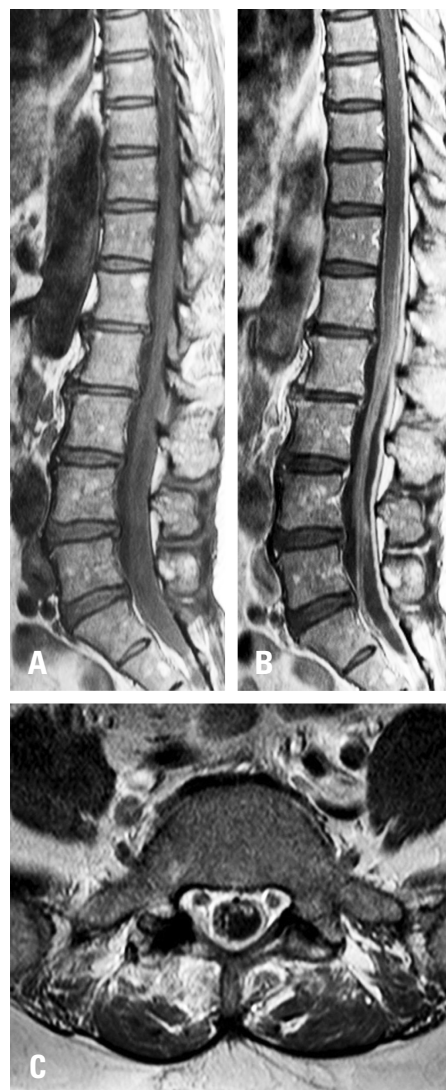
Preoperative magnetic resonance imaging. Diffuse dural thickening and dural/pial enhancement from T8 to the sacral level were seen, suggesting spinal meningitis. These images also show clumping of the cauda equina with subdural fluid collection associated with a subdural abscess, from L2 to the sacral level. (A) T1-weighted sagittal view, (B, C) T1-weighted contrast-enhanced sagittal and axial views).
